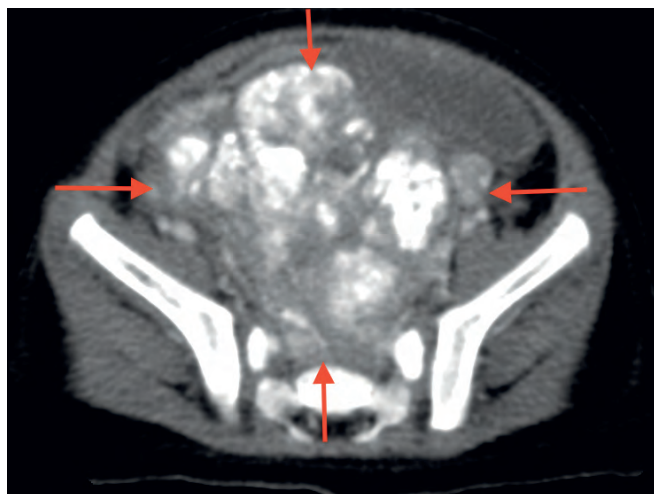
КТ органов малого таза: определяется объемное образование малого таза размерами $71 \times 83 \times 101$ мм (объем — $309,5 \text{ см}^3$). Структура опухоли неоднородная за счет кальцинатов, активно неравномерно накапливающая контрастный препарат. Образование оттесняет кпереди прямую кишку, матку и мочевой пузырь; мочевой пузырь распластан по задней поверхности передней брюшной стенки
